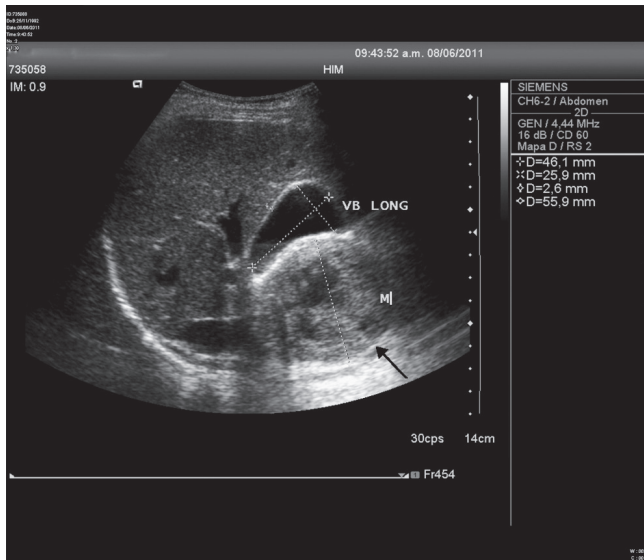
Ultrasonido en escala de grises. (a) Tumor heterogéneo que desplaza la vesícula biliar en su borde libre en sentido superior (flecha). (b) Apófisis unciforme y cabeza del páncreas: el cuerpo (cruz) y la cola (estrella) del páncreas conservan morfología y ecogenicidad. (c) Componente quístico de la lesión (flecha). (d) Doppler color de la arteria esplénica: características normales (flecha).
